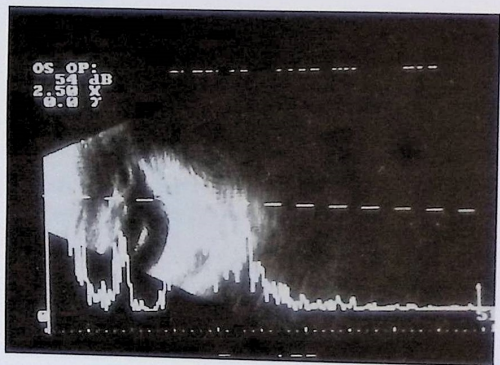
Obraz ultrasonograficzny w prezentacji A+B o.s. z lejem wąskim w przednim i tylnym odcinku
